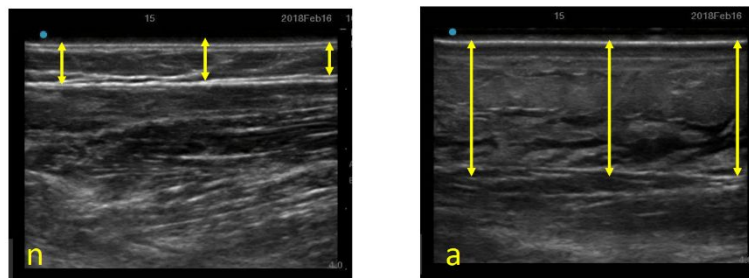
超音波画像における皮下組織厚計測 (n: 健側, a: 患側)
